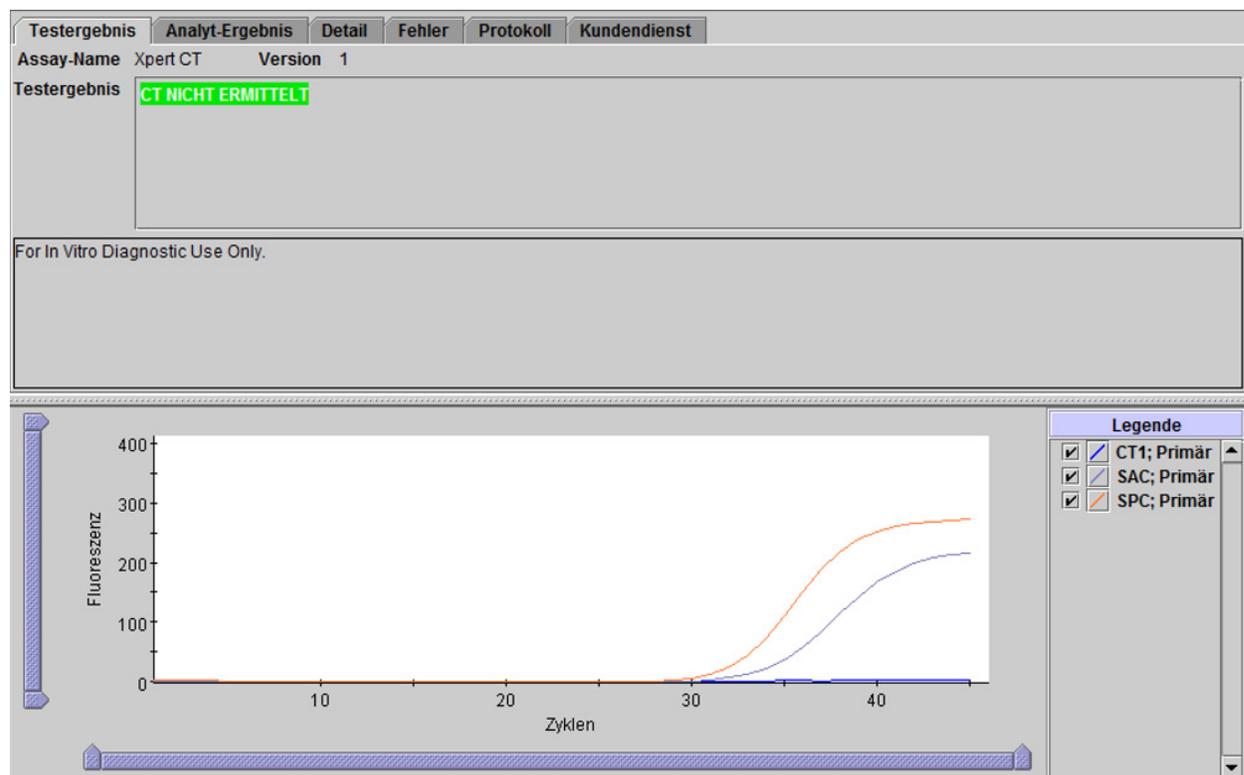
Xpert CT – CT nicht ermittelt
